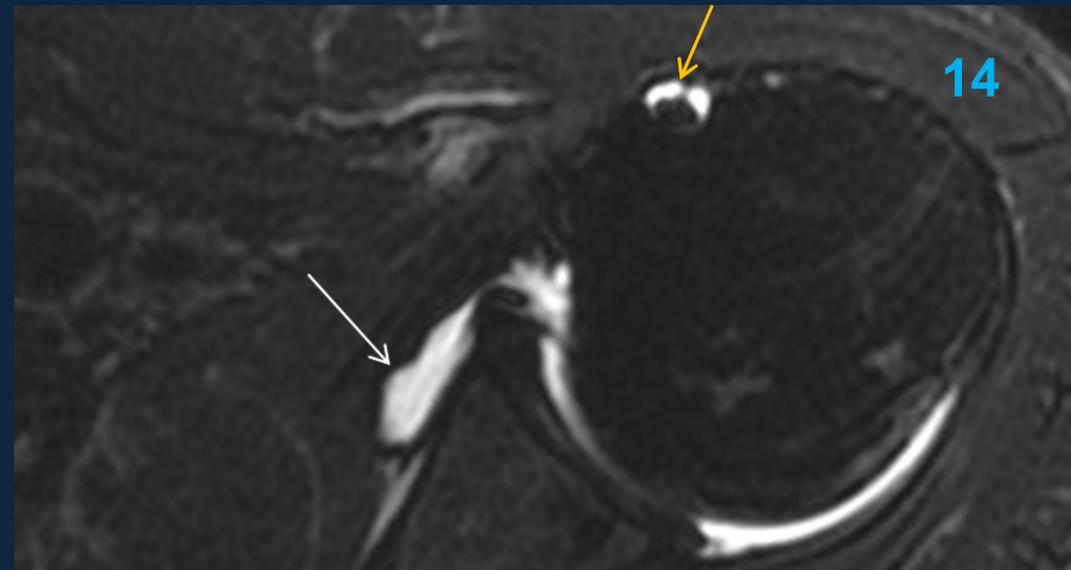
Arthro-RMN: Capsula tipo II.
